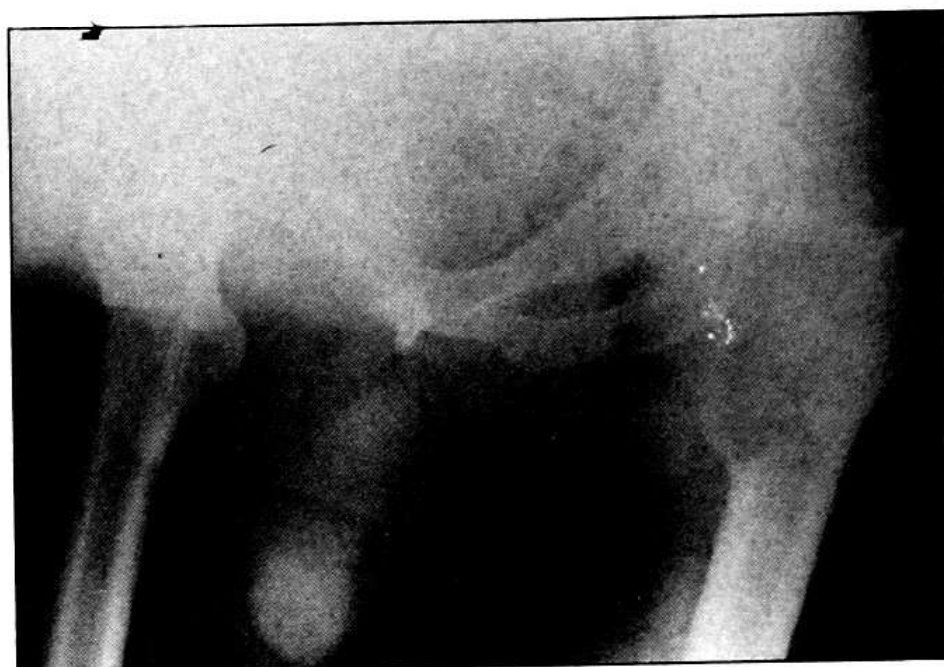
RADIOGRAFIA ANTEROPOSTERIOR DE AMBOS FEMURES PROXIMALES.
